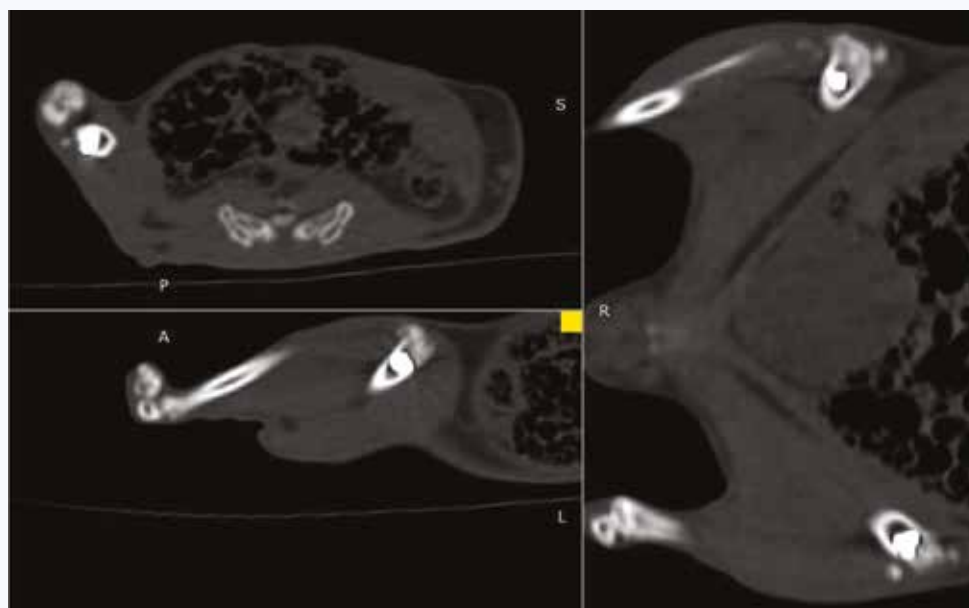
КТ-сканы в трех взаимно перпендикулярных плоскостях с выведением в фокус зоны аугментации пористого 3D образца имплантата из никелида титана
